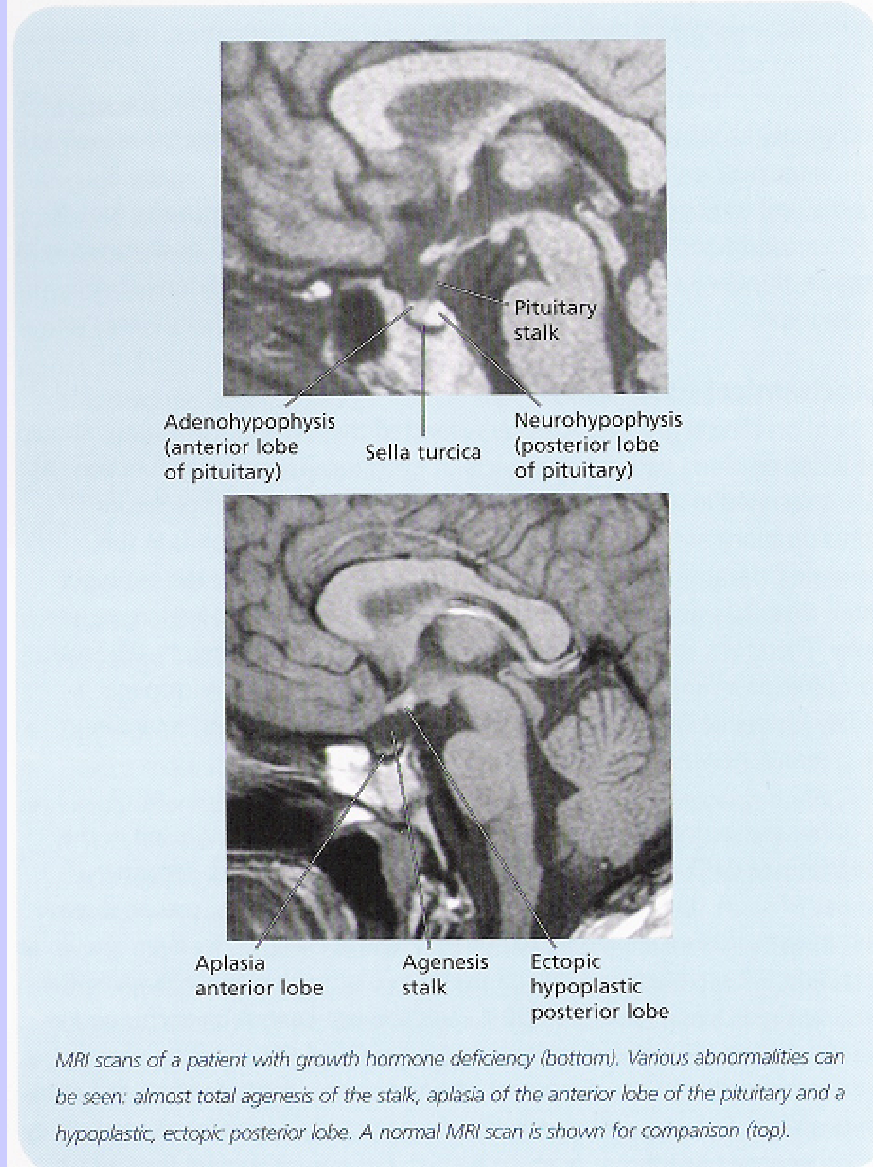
Magnetic resonance imaging (MRI) scans of the hypothalamic pituitary area of a healthy individual and a patient with growth hormone deficiency
